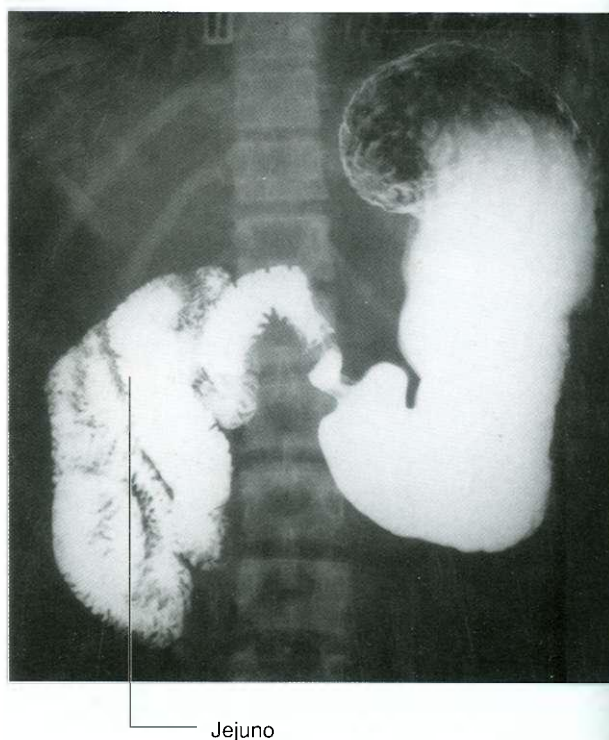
Má rotação e obstrução do intestino delgado. Radiografia do estômago, duodeno e parte superior do jejuno, usando bário.
